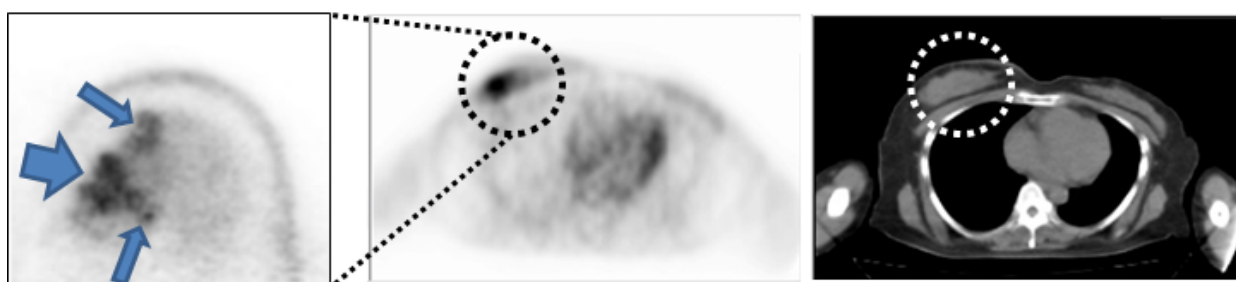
臨床データによる全身用PET/CT装置との比較(Axial画像)
